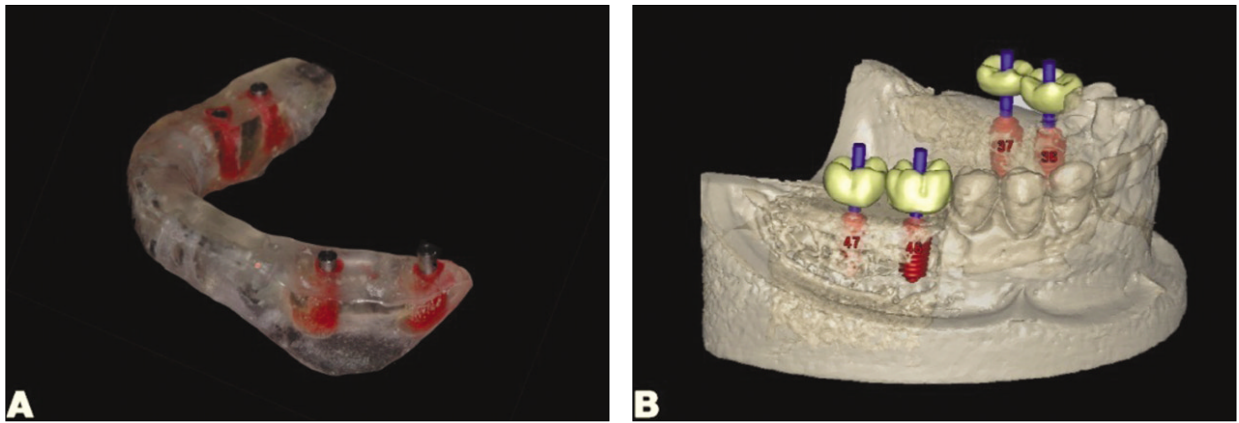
The radiographic guide and designing the surgical guide with positioning device. A: Radiographic guide for positioning device, B: Design the surgical guide with Simplant®.
